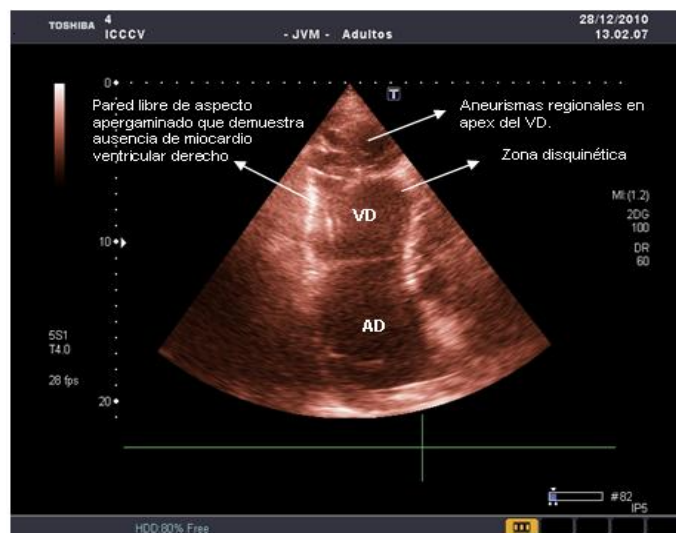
Transthoracic echocardiography. Apical view. No RV myocardium, parchment-like walls where regional aneurysms and dyskinetic areas are shown in the apex. VD, right ventricle, AD: right atrium. Image taken, with permission, from *Rev Fed Arg Cardiol.* [2012; 41(1): 59-60]¹⁰.
